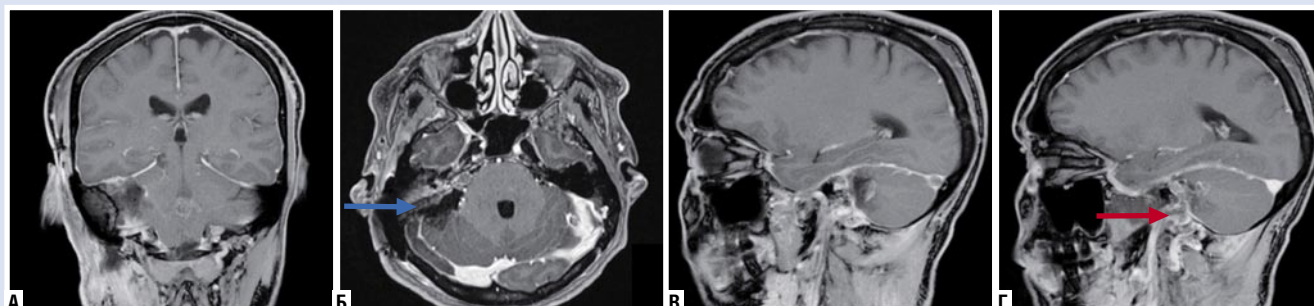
МРТ головного мозга после операции. Т1-взвешенное изображение с контрастным усилением во фронтальной (А); коронарной (Б); сагиттальной проекциях (В и Г): освобожденное после резекции опухоли пространство с фрагментами аутооткани (синяя стрелка – мосто-мозжечковая цистерна с VII и VIII черепно-мозговыми нервами; красная стрелка – остаточный объем новообразования в труднодоступных участках пирамиды).
